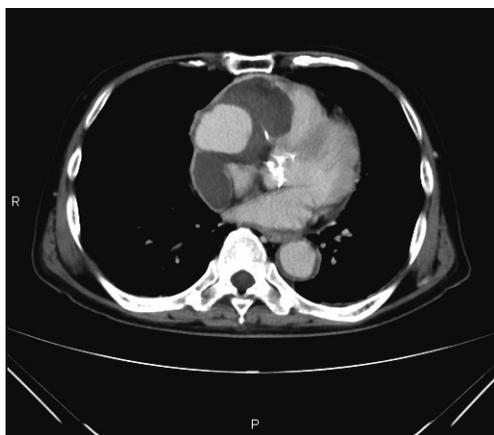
術前CT：右心室前面に巨大な冠動脈瘤が存在し、造影剤の貯留を認める。
